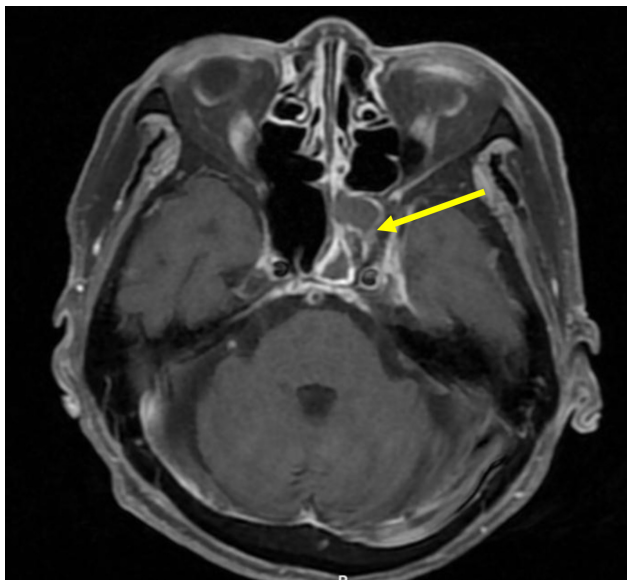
MRI brain with gadolinium contrasted reveals abscess at left sphenoid sinus extend to cavernous sinus as arrow point
